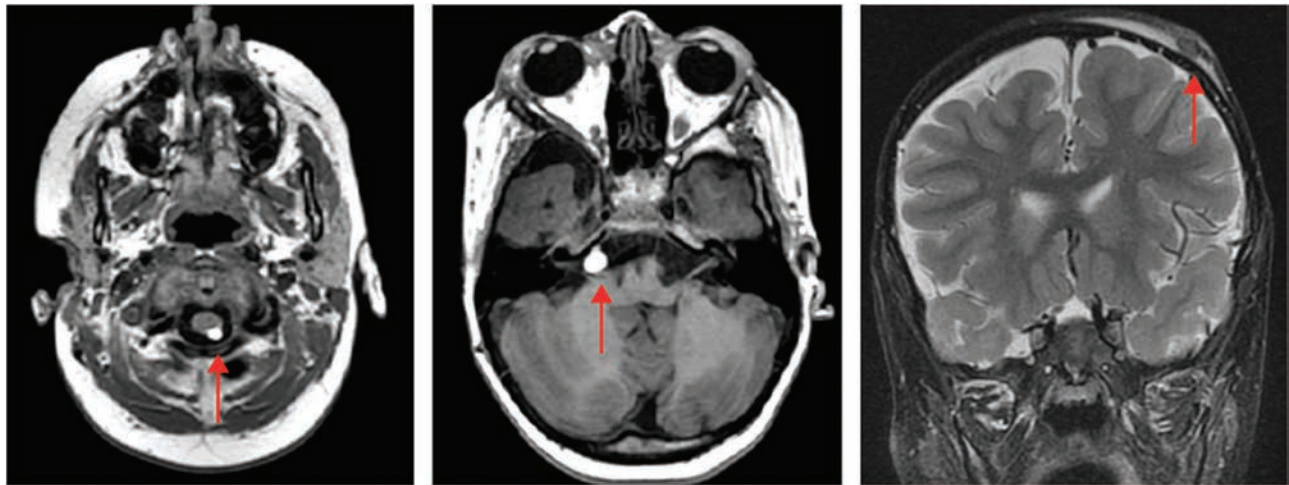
Ressonância nuclear magnética demonstrando lipoma na cisterna pontocerebelar direita e lipoma posterior à medula cervical. Nota-se ainda espessamento do tecido subcutâneo em topografia frontoparietal direita, correspondente clinicamente à área de placa alopecica.
